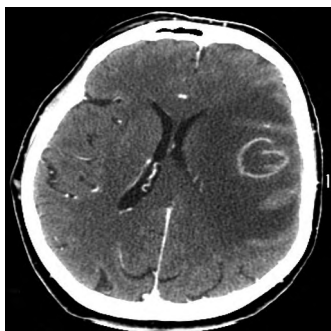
МСКТ головного мозга пациентки Р. с контрастным усилением при поступлении. Определяется объёмное образование левой лобной доли с выраженным перифокальным отёком, кольцевидно накапливающее контрастное вещество.
